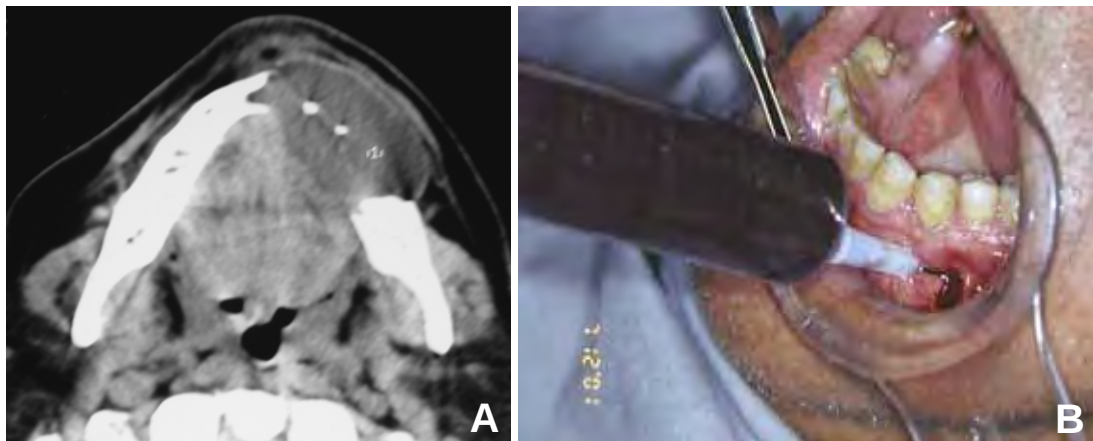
A. Tomografia computadorizada (janela para tecido mole) mostra lesão com atenuação em seu interior compatível com conteúdo líquido. B. Achado da TC foi confirmado clinicamente com punção aspirativa obtendo-se grande quantidade de conteúdo líquido cístico. Biópsia incisional revelou diagnóstico de ameloblastoma multicístico.
